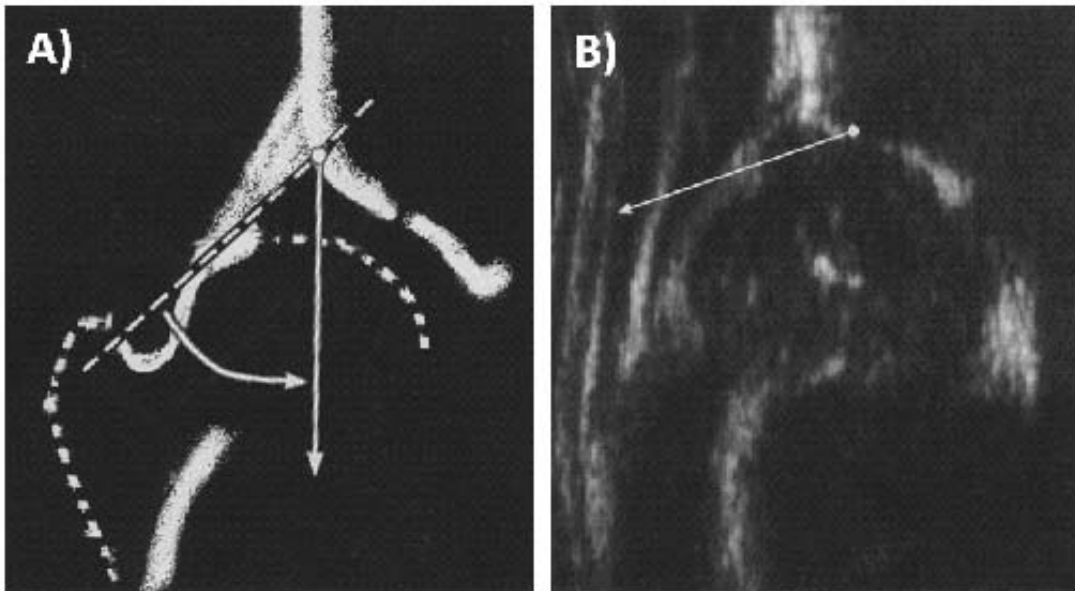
Sonogramm mit eingezeichneter Pfannendachlinie.
